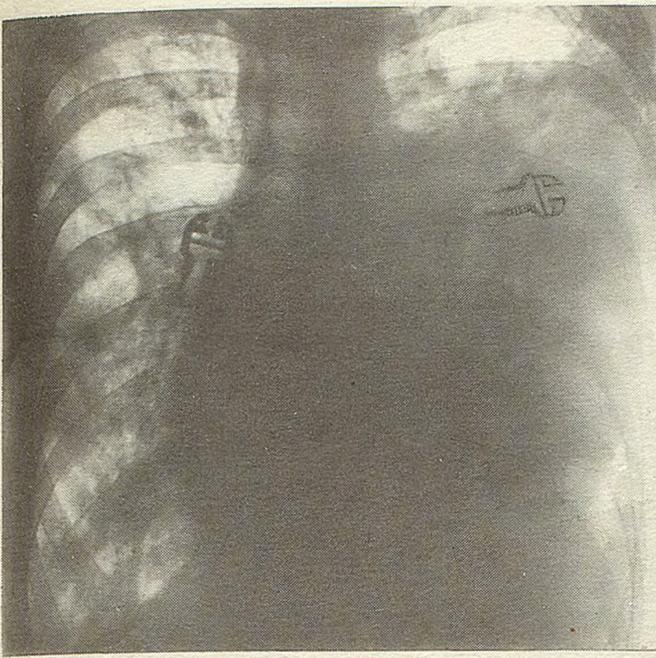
Рентгенограмма того же больного на 36-е сутки после операции.
